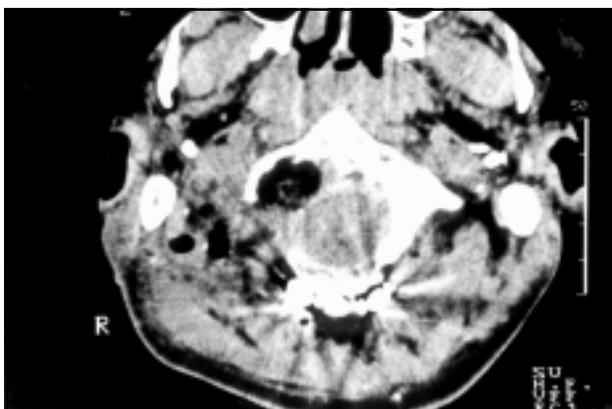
TC mostrando boa descompressão do tronco encefálico depois da retirada do fragmento condilar por meio do acesso transcondilar.
